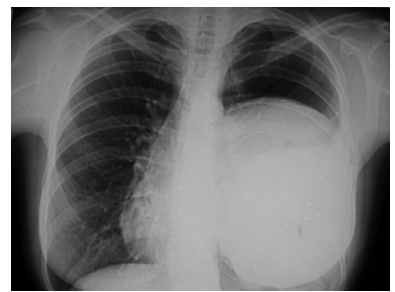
Рентгенограма органів грудної порожнини у прямій проекції
